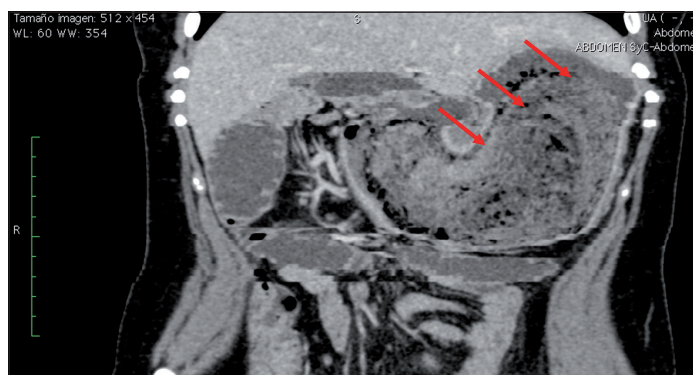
Tomografía computada con medio de contraste. Se observa imagen con ocupación por bezoar (flechas).
